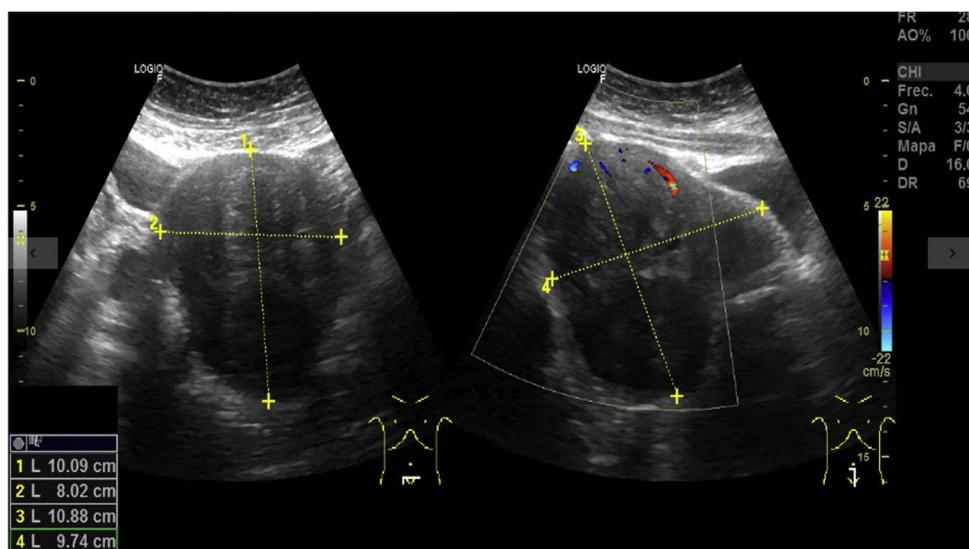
Ecografía abdominal que muestra un útero aumentado de tamaño, con diámetro mayor de 10,09 cm en el corte transversal y de 10,88 cm en el corte longitudinal, con vascularización de predominio periférico en el estudio Doppler color.
